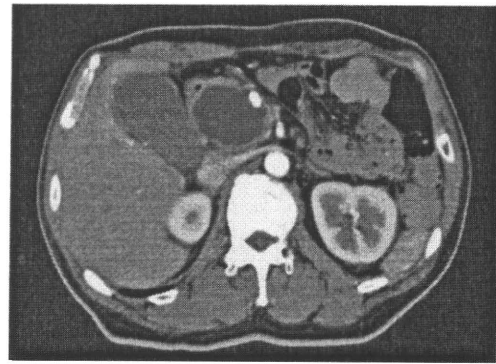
膵頭部仮性嚢胞の造影CT像。壁の一部に石灰化を認める。
